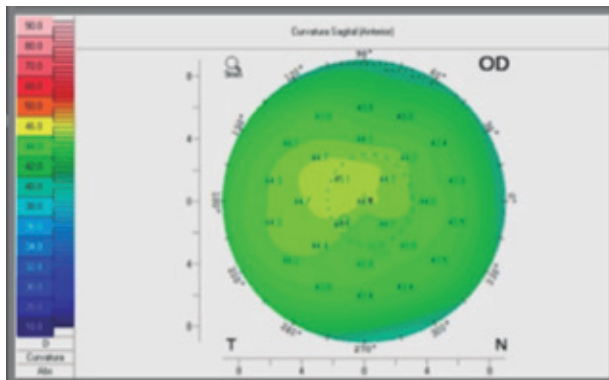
Pequeno astigmatismo irregular persistente na tomografia de OD.
